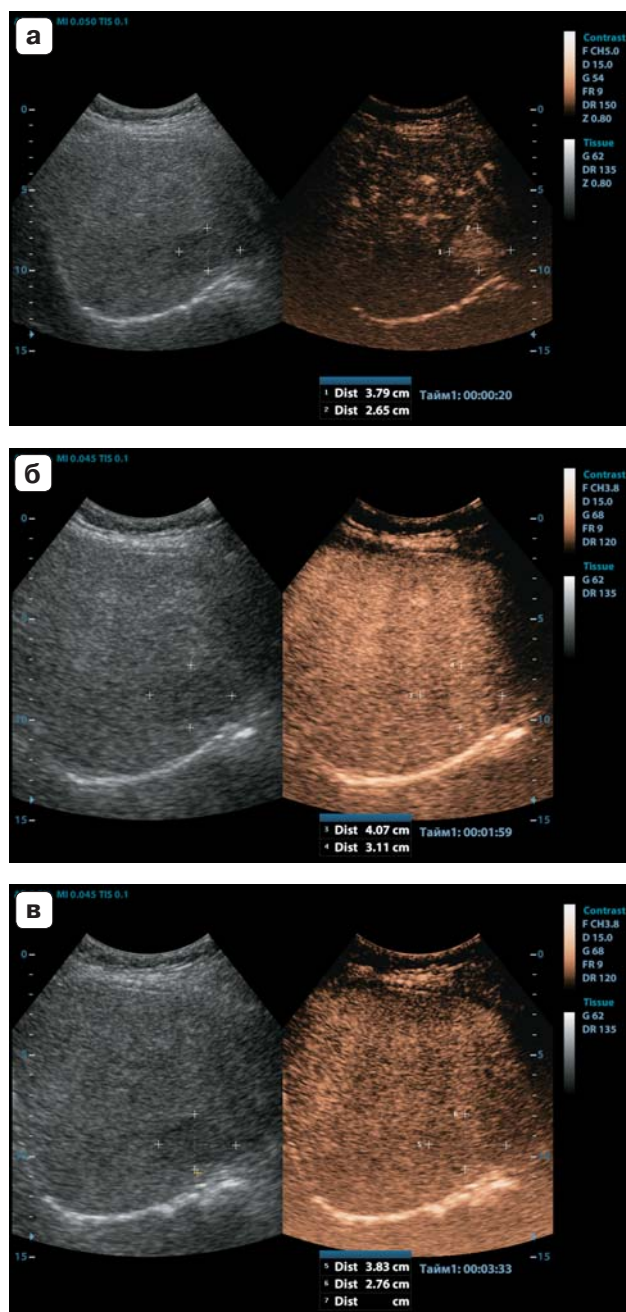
КУУЗИ печени. Гепатоцеллюлярная аденома. Гиперконтрастирование образования в артериальную фазу (а), изоконтрастирование в портальную (б) и позднюю (в) фазы. Собственное наблюдение.
